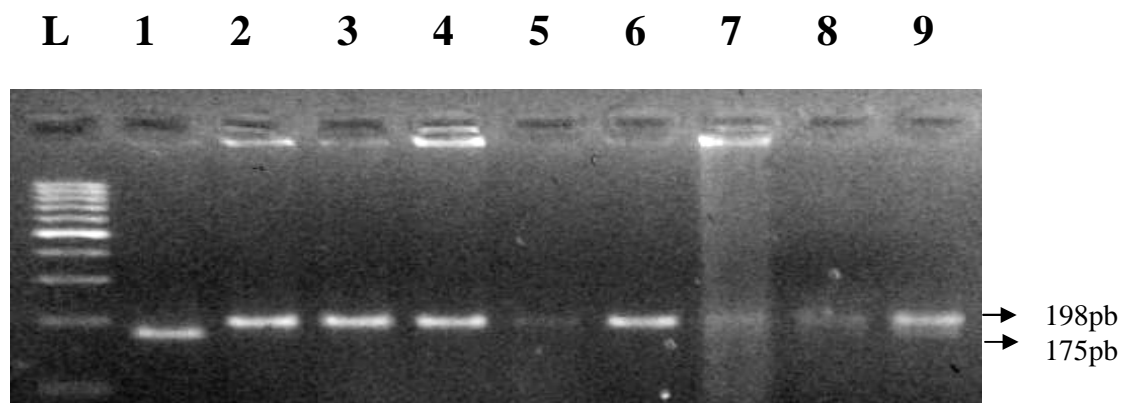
Eletroforese em Gel de agarose 3% mostrando o produto digerido pela enzima *Hinf* I. Observa-se na sequência (L) marcador de peso molecular 1Kb, genótipo TT (175pb e 23pb); 2, 3, 4, 5, 6, 7 e 8. Genótipo CC (198pb); 9. Genótipo CT (198, 175pb e 23pb)
